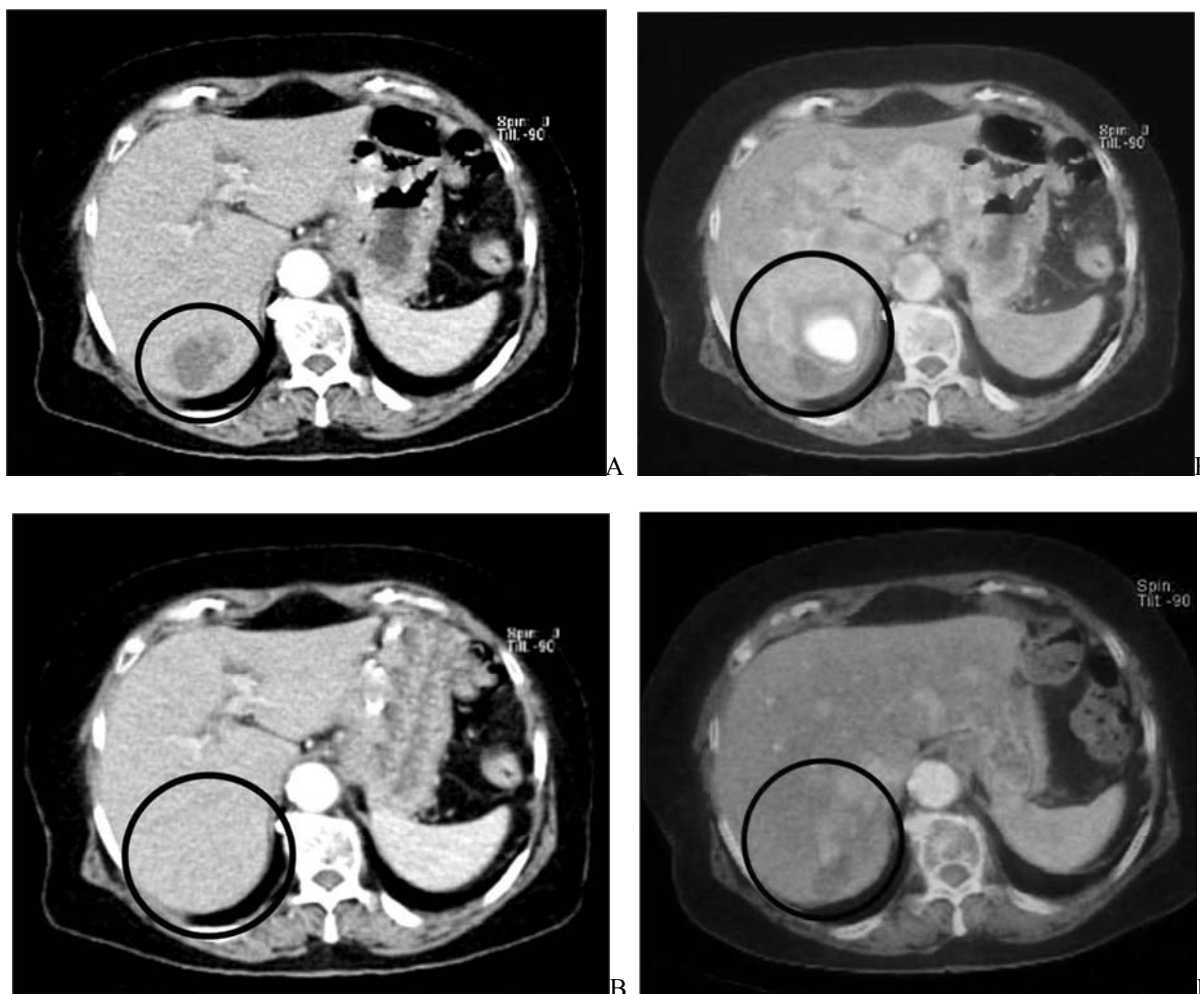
Метастаз колоректального рака в печень. Компьютерные томограммы и совмещенные ПЭТ/КТ изображения до (А, Б) и через 2 мес. после (В, Г) масляной химиоэмболизации правой печеночной артерии. Полный ответ на предоперационную регионарную химиотерапию. Исчезновение метастаза в правой доле печени при КТ, нормальный уровень накопления ^{18}F ДГ в проекции очага при ПЭТ.
